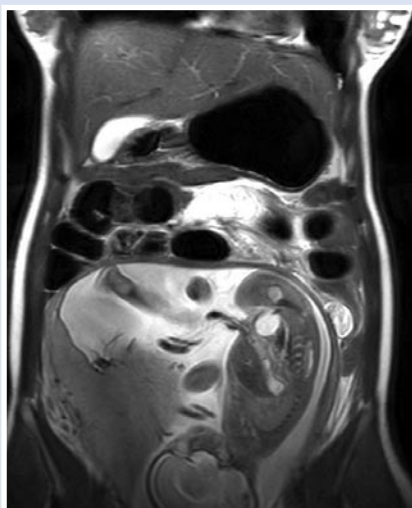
МРТ картина тонкокишечной непроходимости. Расширенные петли тонкой кишки газом. Плод в полости матки.
